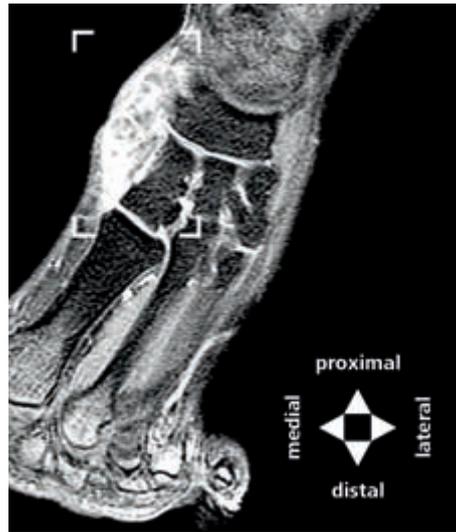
MRT-Befund mit sichtbarem Tumor im Sehnenbereich des Musculus tibialis anterior.
